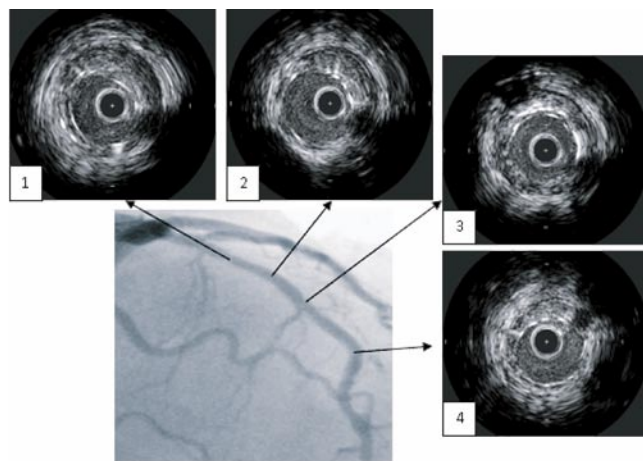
Пациент Б., 66 лет. Данные контрольного ВСУЗИ стентированного сегмента: 1 – проксимальная часть проксимального стента Lmin 1,9 × 1,7мм; 2 – дистальная часть проксимального стента Lmin 2,3 × 1,9; 3 – зона нахлёста стентов Lmin 1,9 × 1,8мм; 4 – зона дистального стента Lmin 2,3 × 1,8.
